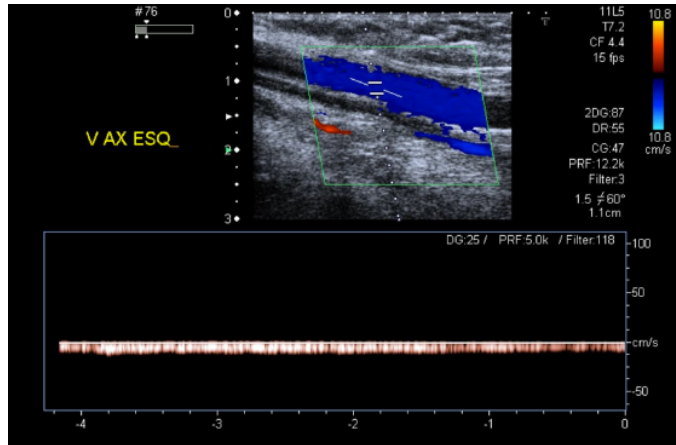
Doppler pulsé d'une veine axillaire présentant un flux bi-phasique, unidirectionnel et à basse vitesse circulatoire [50, 51]
